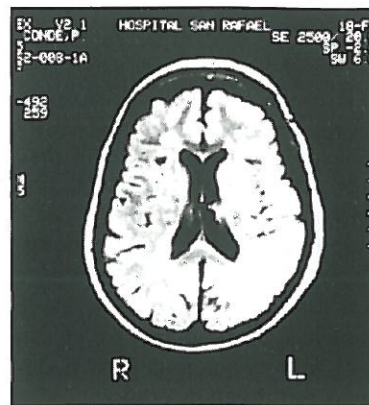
RM cerebral: Corte transversal del encéfalo mostrando imágenes hemisféricas potenciadas en T2, en las que se aprecian lesiones hiperintensas de predominio periventricular, propias de afectación desmielinizante.
